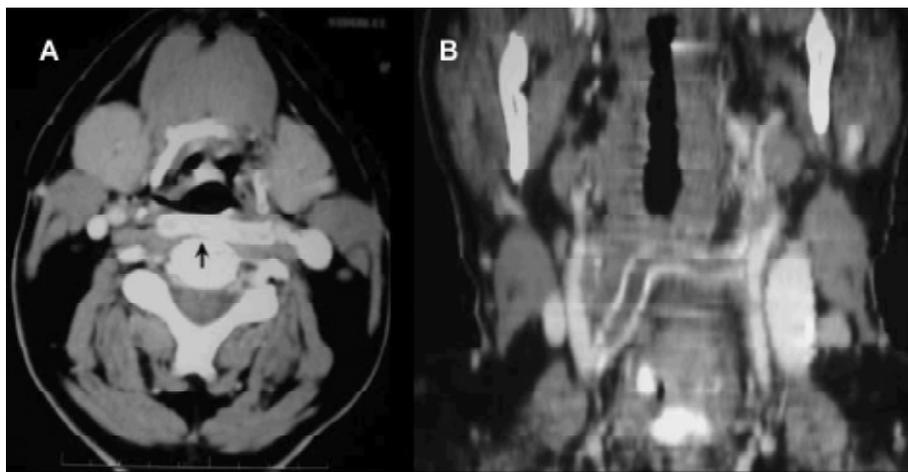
Tomografia computadorizada da região cervical no oitavo ano de pós-operatório mostrando derivação pérvia em posição pré-vertebral (A – seta). Imagem da derivação em orientação coronal (B)
